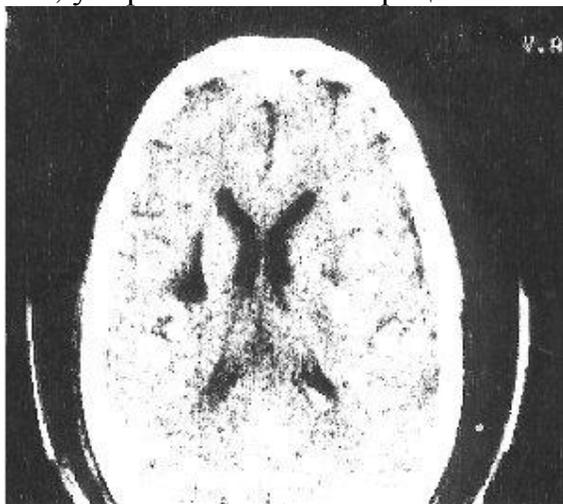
КТ головного мозга больного У., 47 лет, № и/б 10624, после операции.
